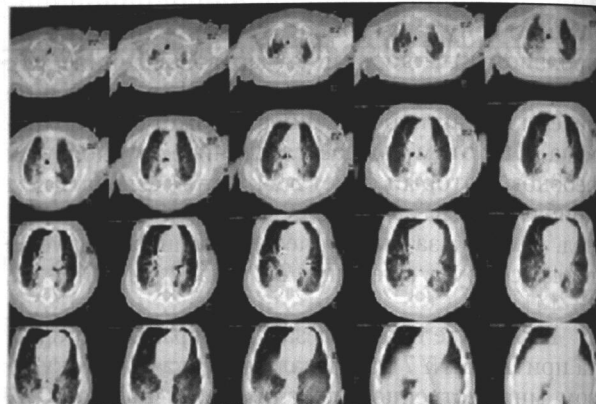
Компьютерная томограмма ОГК. Распространённые затемнения в верхней и нижней долях правого лёгкого и нижней доле левого лёгкого. Отмечены единичные очаговые затемнения средней доли. Справа выявлены признаки гидроторакса
